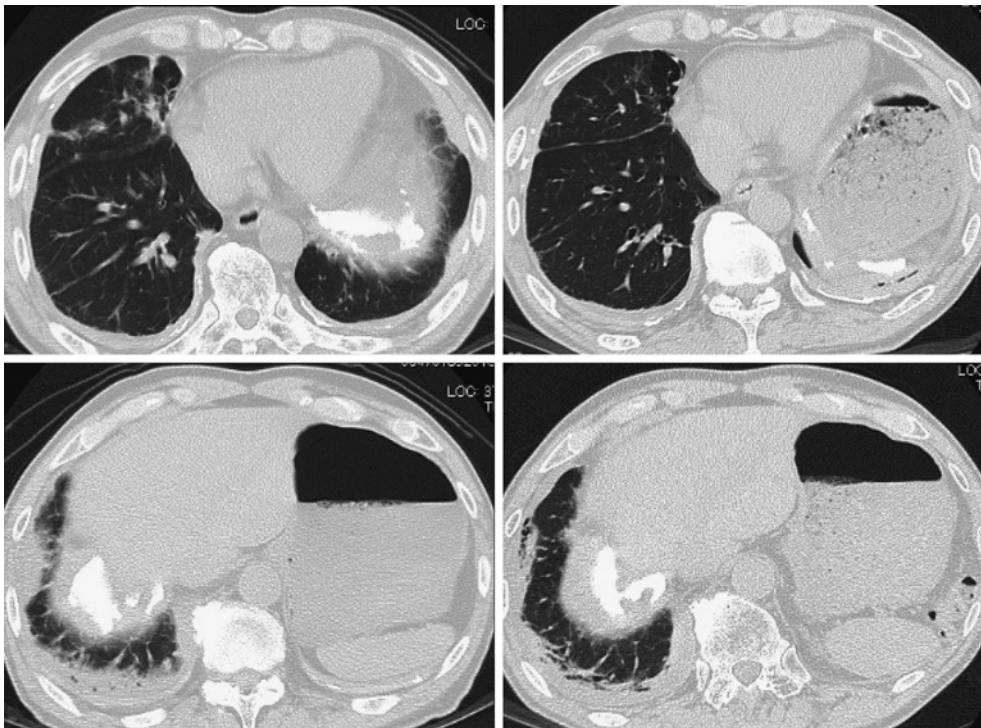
2回目の肺炎罹患前後の胸部単純CT 肺野条件
